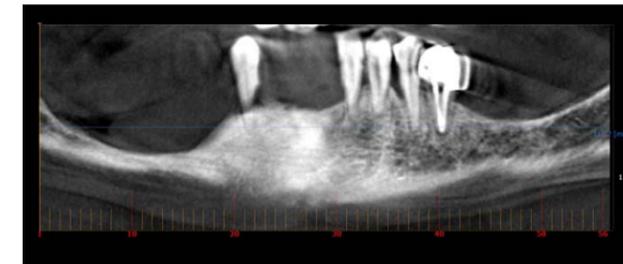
Corte panorámico del TAC con reborde alveolar estrecho.
